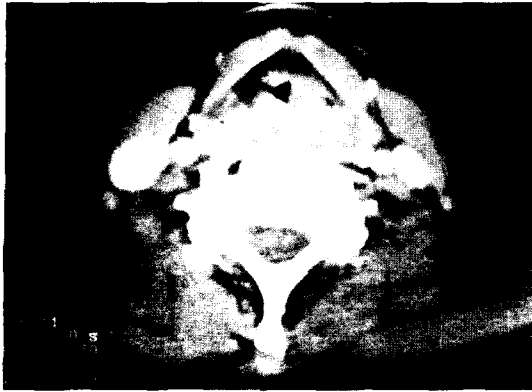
Enhanced CT findings are diffuse severe swelling of both vocal folds and arytenoid area.
